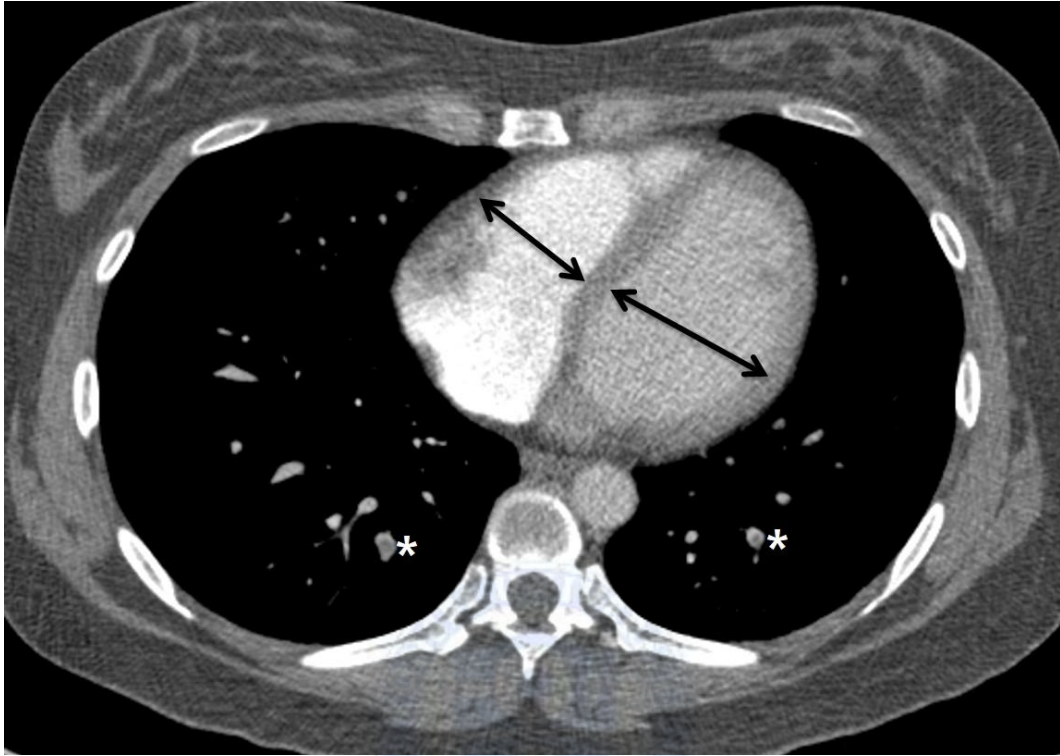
심실 직경 비 측정의 예. CT의 axial 영상에서 각 심실의 직경(화살표)을 측정한다. 장축과 수직이 되면서 가장 긴 거리를 직경으로 하고 그 비를 심실 직경 비로 한다. 결손 주변부로 조영제가 관찰되는 “polo mint” sign의 폐색전증(\*)이 관찰되고 있다.
